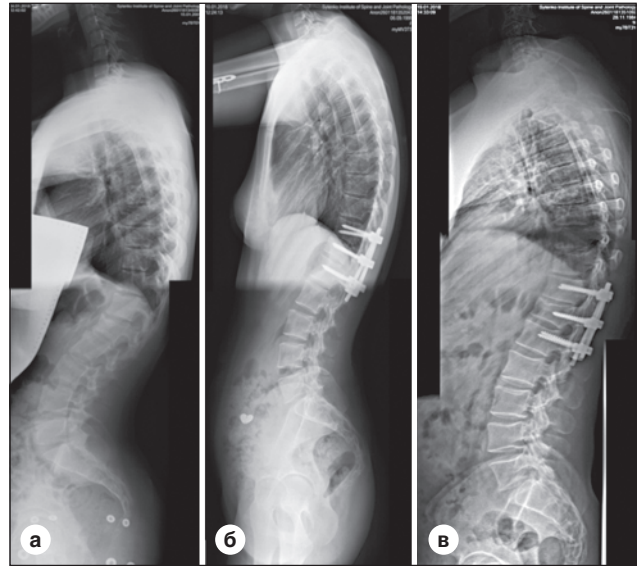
Показники сагітального балансу хребта: а) хвора через 2 роки після травми, рентгенографія після зняття конструкції, SVA — 1,5 см, PI-LL — 15° ; б) хвора через 6 місяців після операції, SVA — 1,0 см, PI-LL — 10° ; в) хворий через 2 роки після операції, SVA — 1,2 см, PI-LL — 10°
